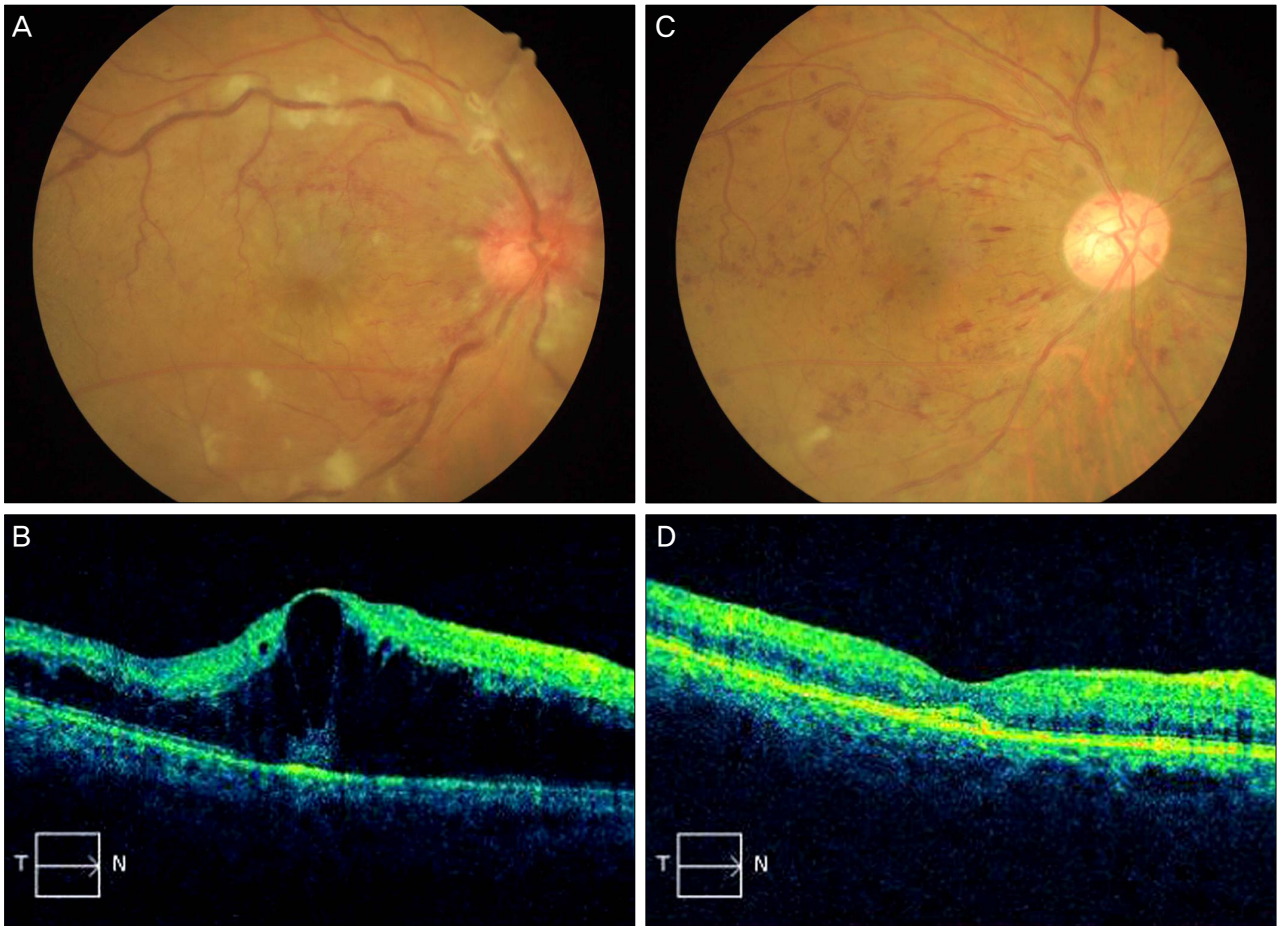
Patient's fundus photographs and optical coherence tomography: (A, B) At initial presentation, fundus revealed flame-shaped retinal hemorrhage, retinal vein engorgement and papilledema. A Severe macular edema is seen on OCT. Patient's visual acuity was 0.02. (C, D) Two month later, fundus revealed resolving retinal hemorrhage and papilledema. A significant decrease in macular edema is seen on OCT. Patient's visual acuity was 0.4.
